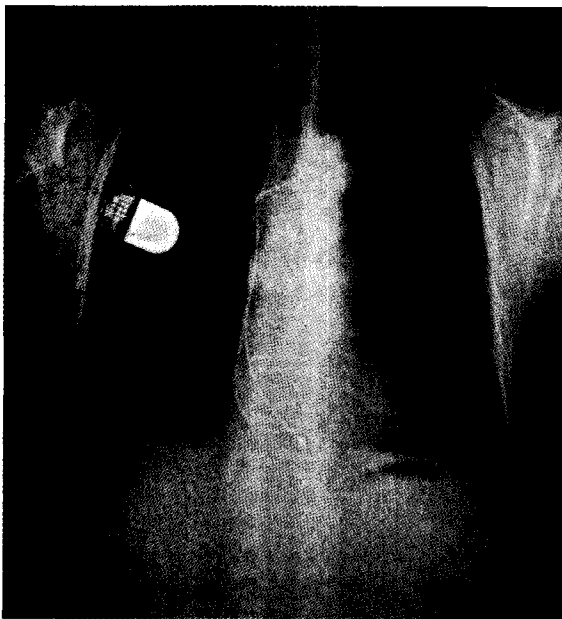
This chest X-ray shows new implantation of permanent pacemaker via right subclavian vein and the left old remnant pacing lead without generator.
